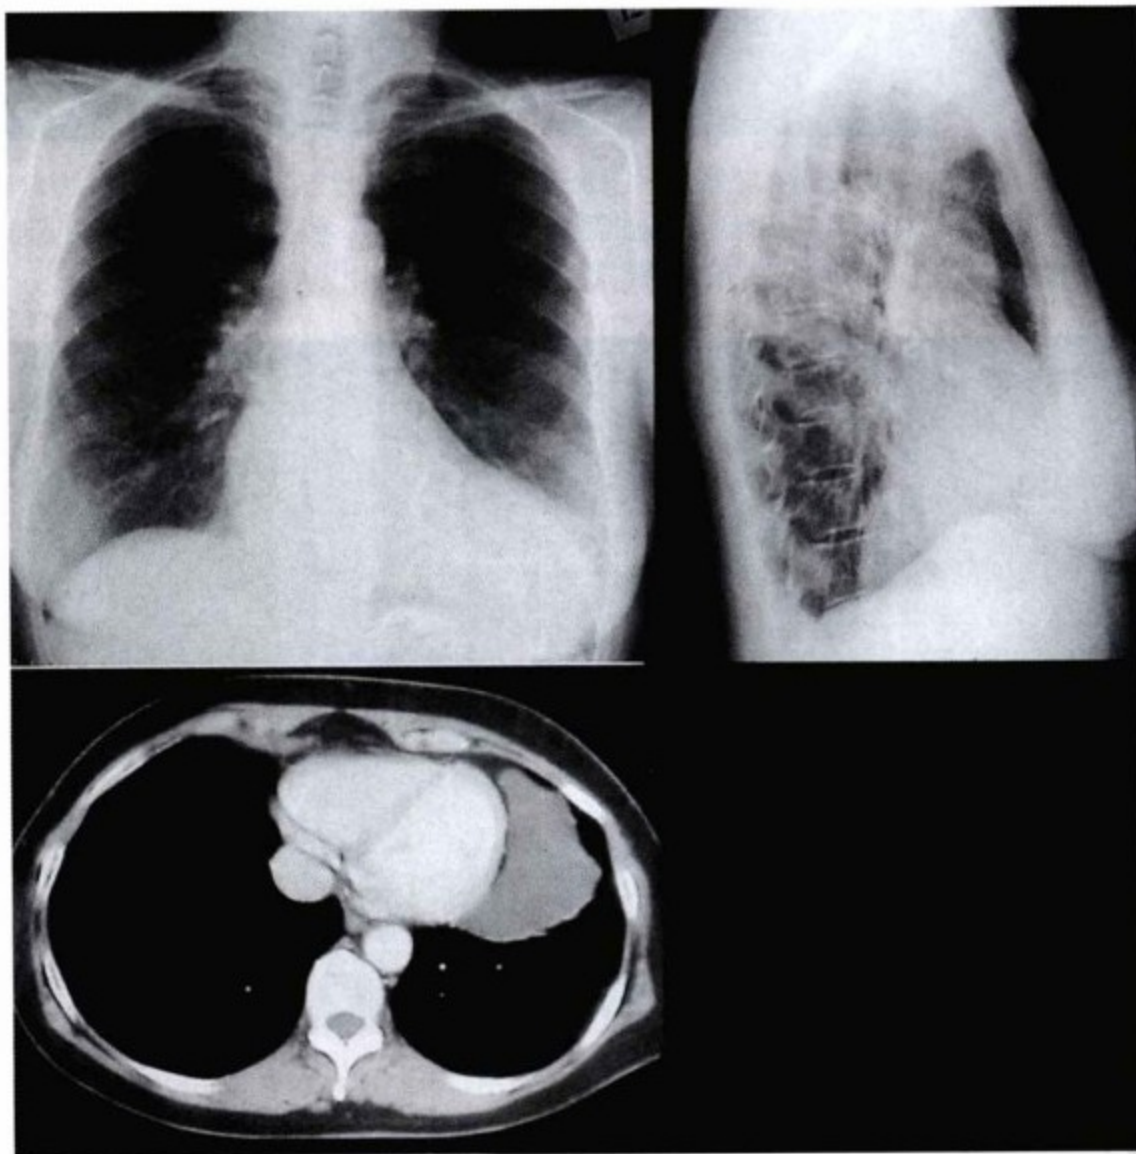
上图,胸片。后前位胸片上显示左心缘延长,侧位片显示心包位于膈面水平向后下方膨突。下图,CT 增强轴位片显示薄壁环形的巨大肿块,肿块与左侧心包相连。静脉注入对比剂后,肿块未被填充,证明肿块内充满液体,与脉管无交通,也不是软组织成分。无心包积液或其他异常发现。CT 上所见的肿块与胸片所见的异常影相符。
